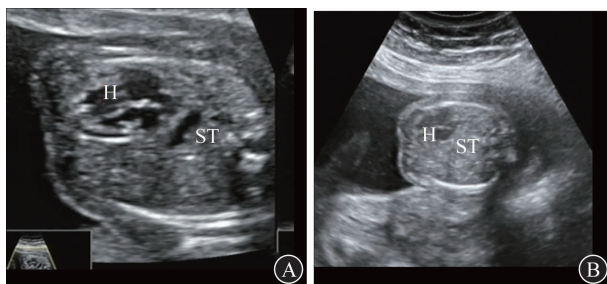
两次引产胎儿超声检查图(H:心脏;ST:胃泡)
